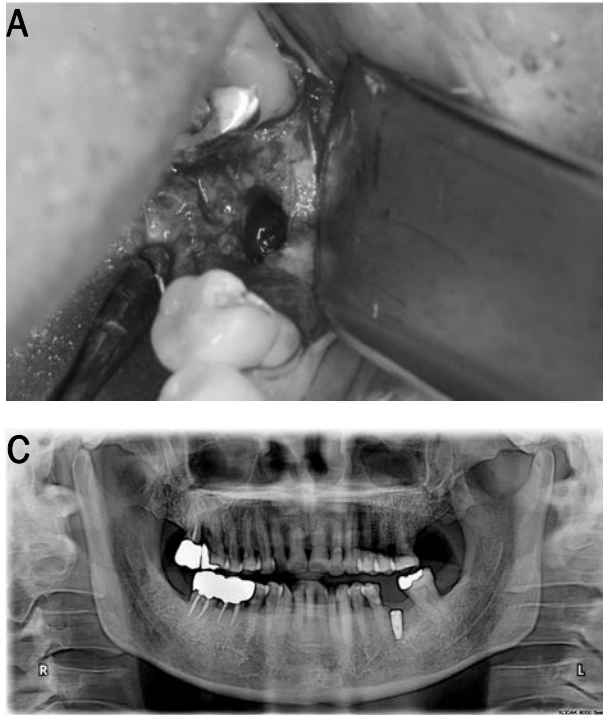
(A) Delayed healing on extraction site 8 months after extraction of #36. (B) Implantation & bone graft by allogenic bone material on #36i distal. (C) Panoramic radiography after implantation on #36i.
